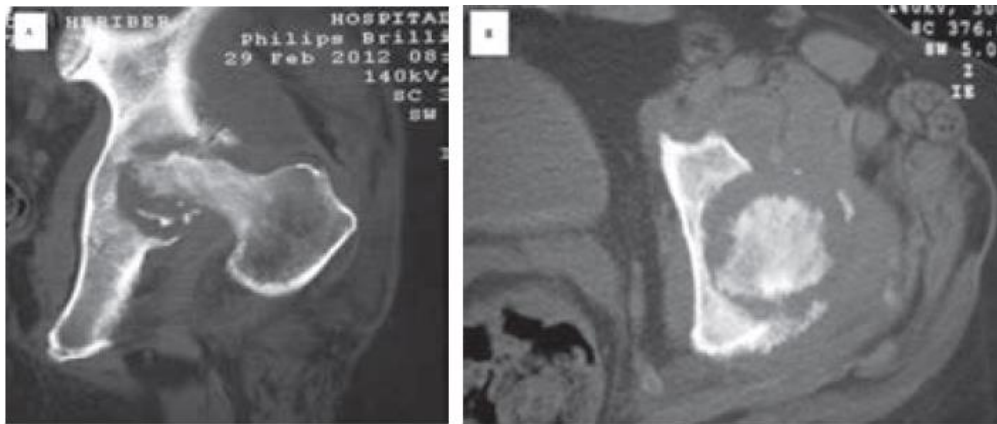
TAC de cadera. A) corte sagital de cadera en donde se observa gran destrucción de la cabeza femoral, afectando el cartílago articular. B) corte axial, se observa pérdida de la esfericidad de la cabeza femoral con afectación del cartílago en ambas superficies articulares coxofemorales con gran destrucción de la cabeza femoral, se observa lisis en el acetábulo (Rodríguez, et al., 2014).
